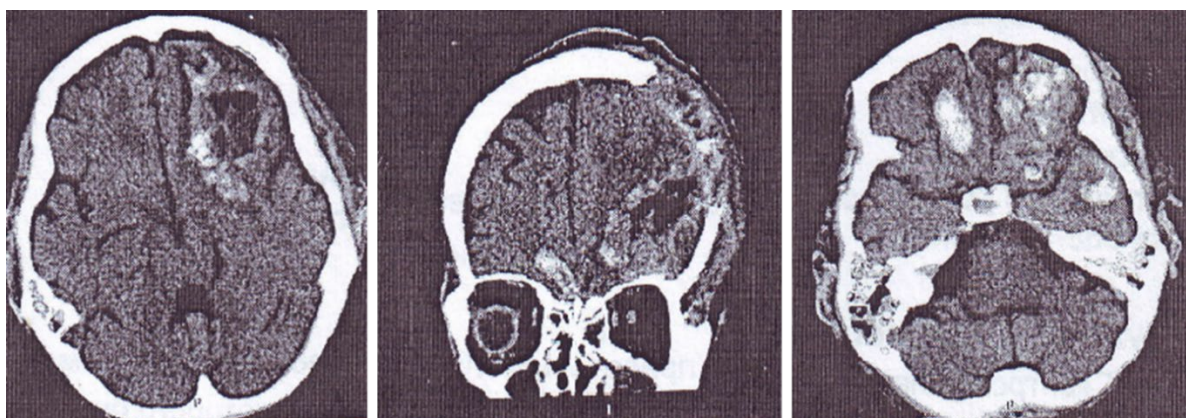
КТ головы от 30.09.2017 (состояние после операции)
